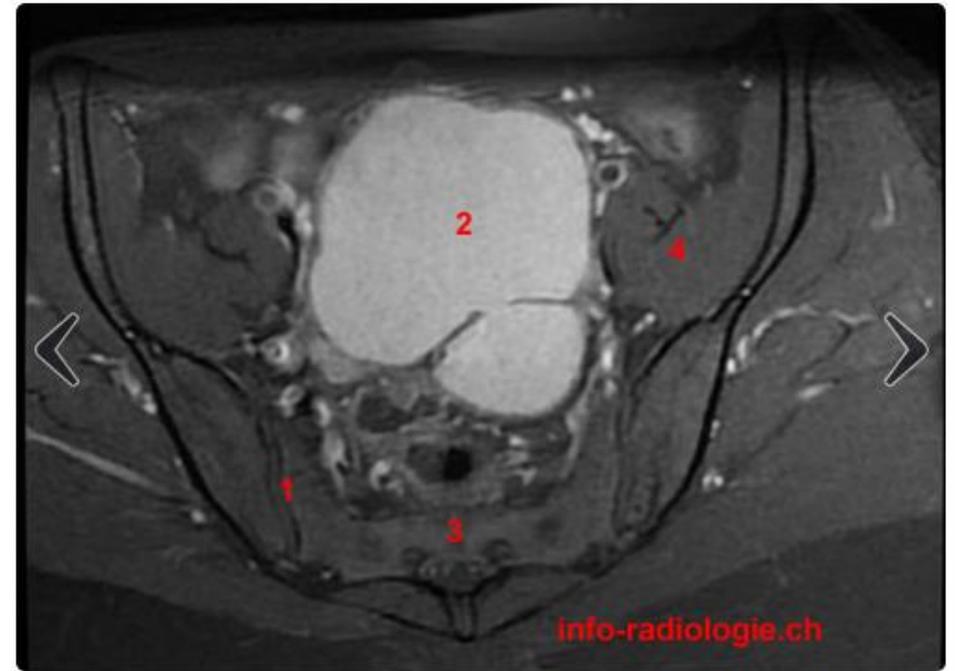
IRM du petit bassin, coupe axiale, pondération T1. 1, Articulatio sacro-iliaque. 2, Endométriome (annexe gauche). 3, Sacrum. 4, Muscle iliopsoas (gauche).
